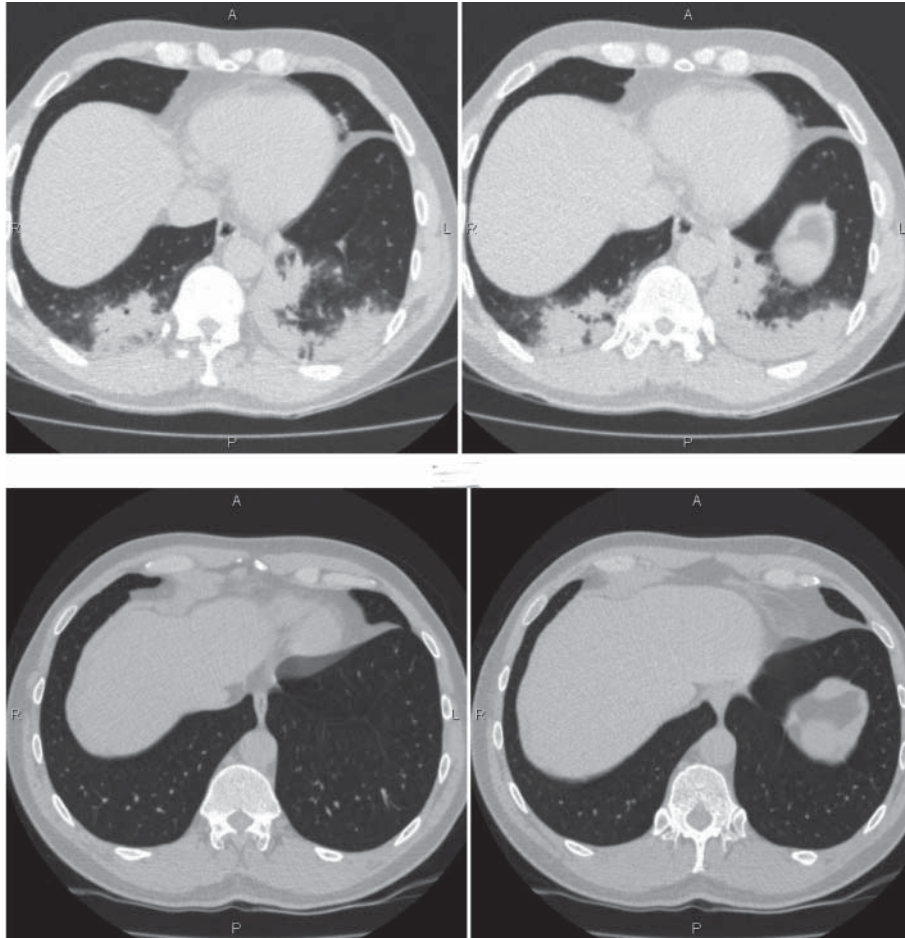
Спиральная КТ груди больного Д. в динамике от 30.05.2016 г. (а) и 18.11.2016 г. (б).
